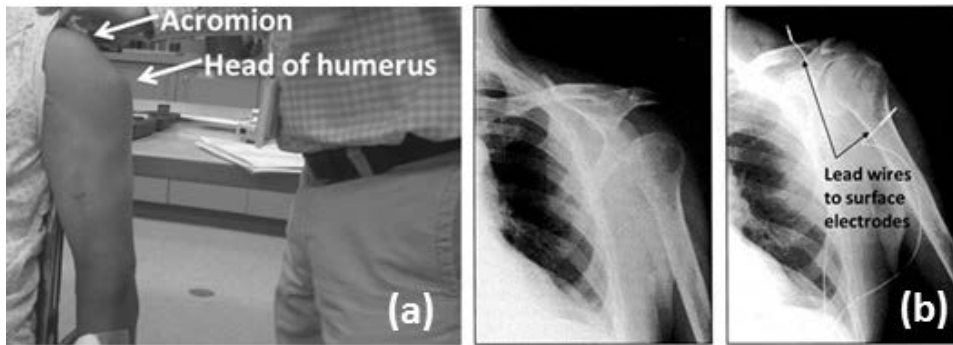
(a) Shoulder subluxation; (b) X-Ray of reduced shoulder subluxation by surface NMES²⁾.
